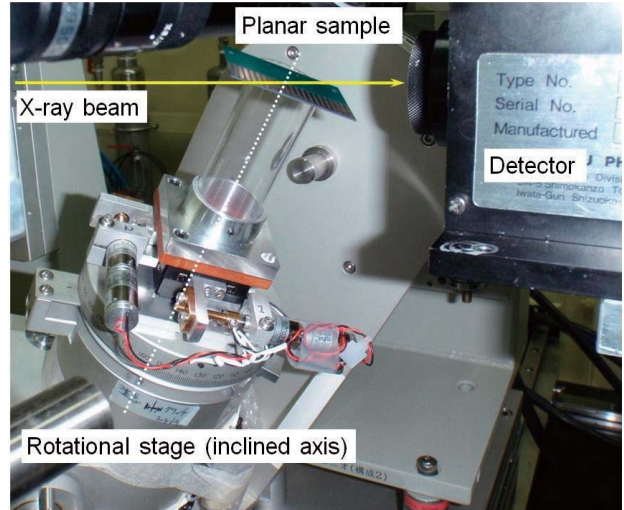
X線マイクロラミノグラフィ法の測定光学系。
